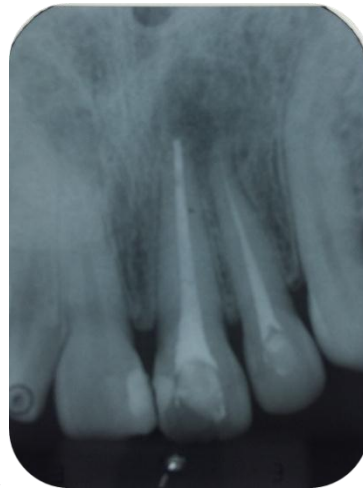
Radiografia Final. 06/05/2016
